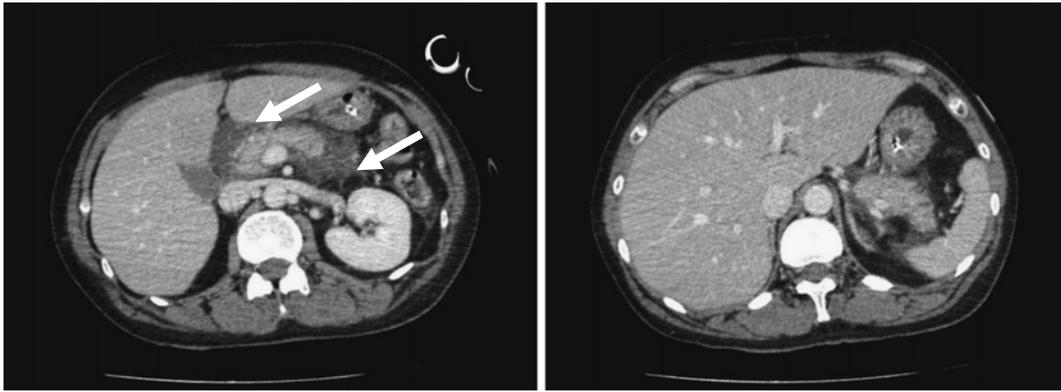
Computed tomography (CT) scan performed on the day after admission. Swelling of the pancreatic parenchyma and surrounding fluid retention are noted (arrows). There are no pancreatic parenchymal areas with poor enhancement, and the extent of inflammation is in the anterior pararenal space (CT grade 1).
